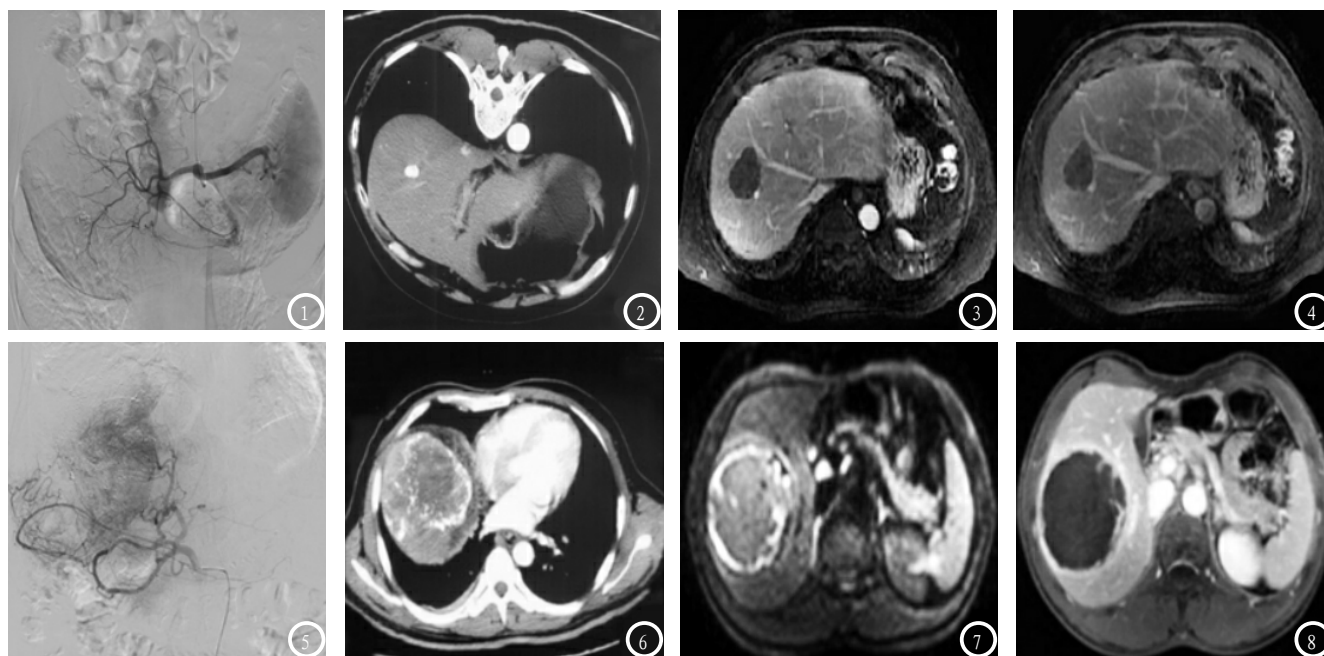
~4 DSA检查和增强CT均未见肿瘤复发病灶, MRI动态增强动脉期未见血供, 门静脉期未见强化减退, 未见静脉血栓、远处转移及感染等各种并发症; 图5~8 增强CT可见残存肿瘤病灶, DSA检查可见明显肿瘤染色, 提示肿瘤复发, MRI动态增强扫描显示肿瘤周围及部分实质成分强化。
